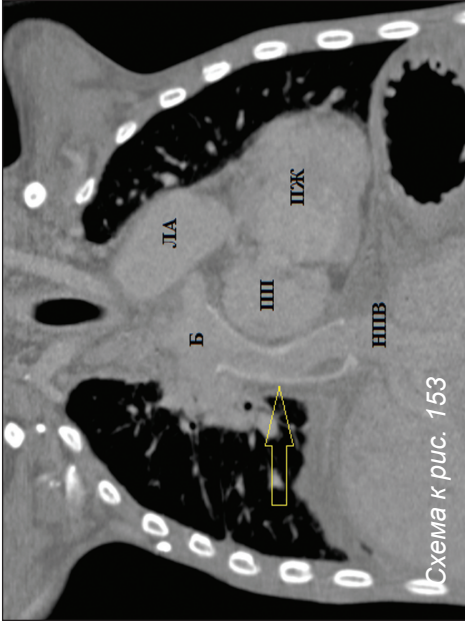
КТ-ангиография, мультипланарные реконструкции во фронтальной проекции. СГЛС
